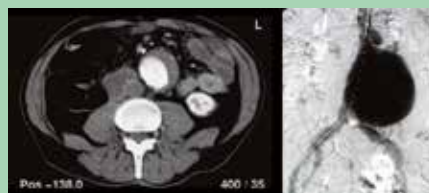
CT-beeld van AAA (links) en peroperatieve angiografie van AAA (rechts)
